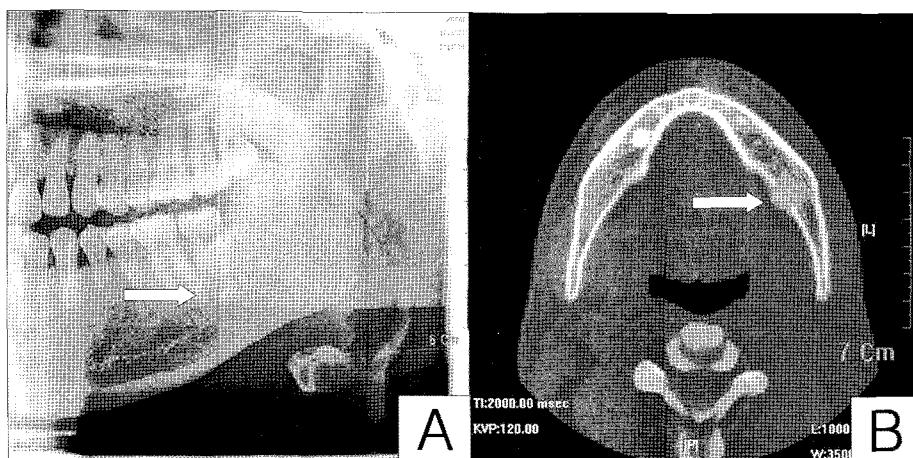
Preoperative radiographic findings (Case 3). A; Panoramic view, B; CT image.
